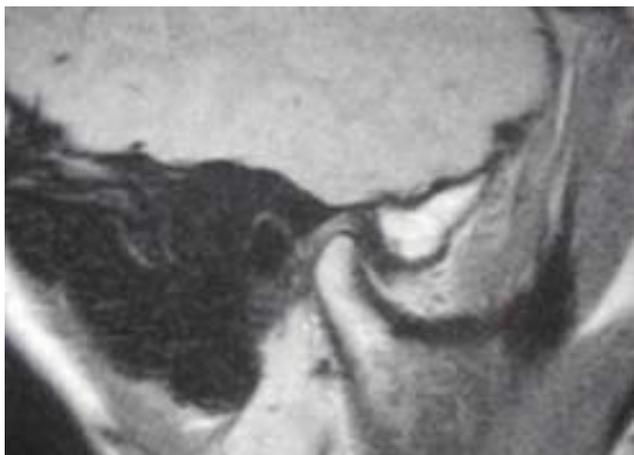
RMN sagittale destra.
